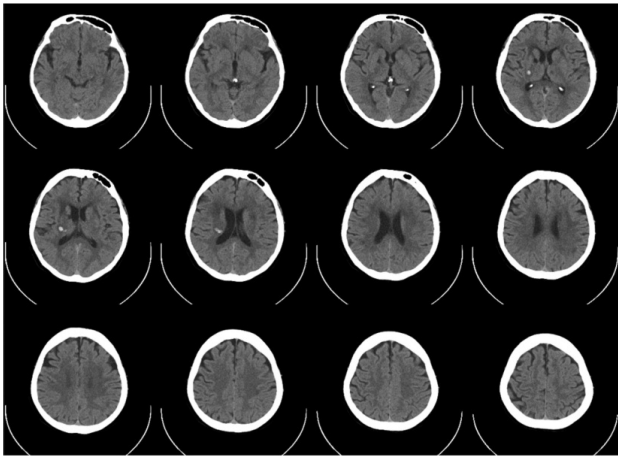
CT scan shows intra-cerebral hemorrhage at the posterior limb of right internal capsule.
